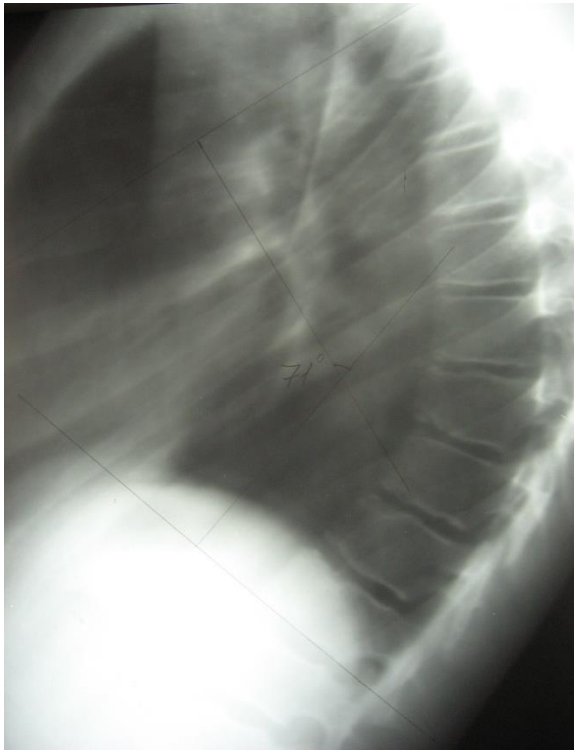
Рентгенограма хв. Д., 17 років, з диспластичним остеохондрозом зі збільшенням грудного кіфозу до  $71^\circ$
